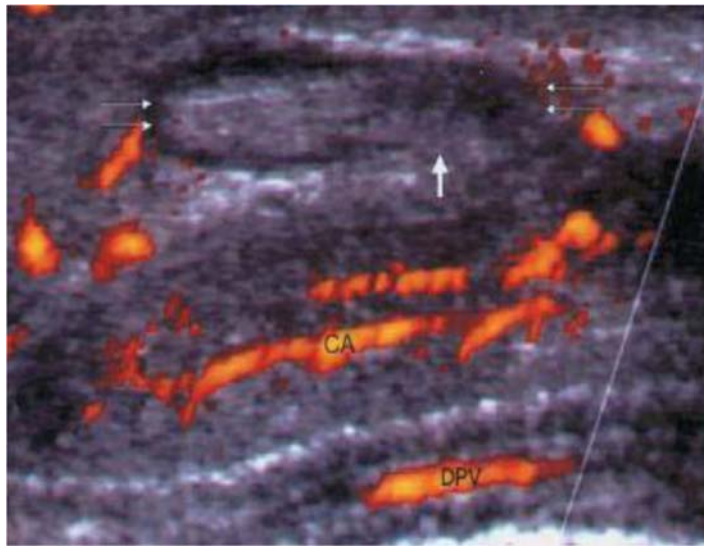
Image longitudinale en échodoppler du tiers distal du corps caverneux droit montrant une rupture longitudinale de l'albuginée (flèche). L'artère caverneuse (CA) et la veine dorsale du pénis (DPV) sont intactes [117]
